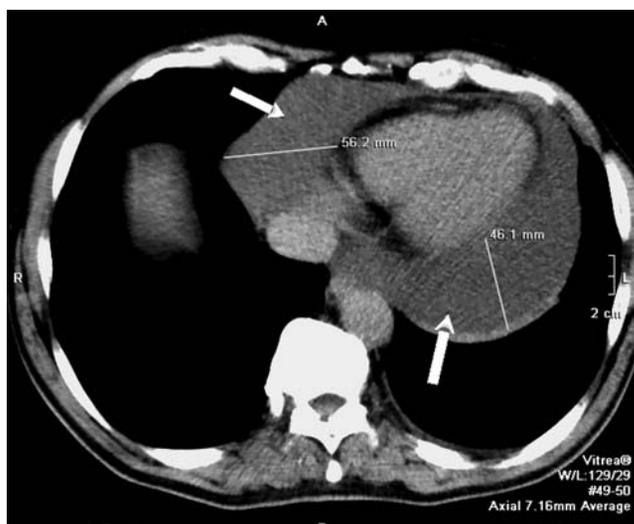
Компьютерная томография органов грудной клетки (гидроперикард указан стрелками)
